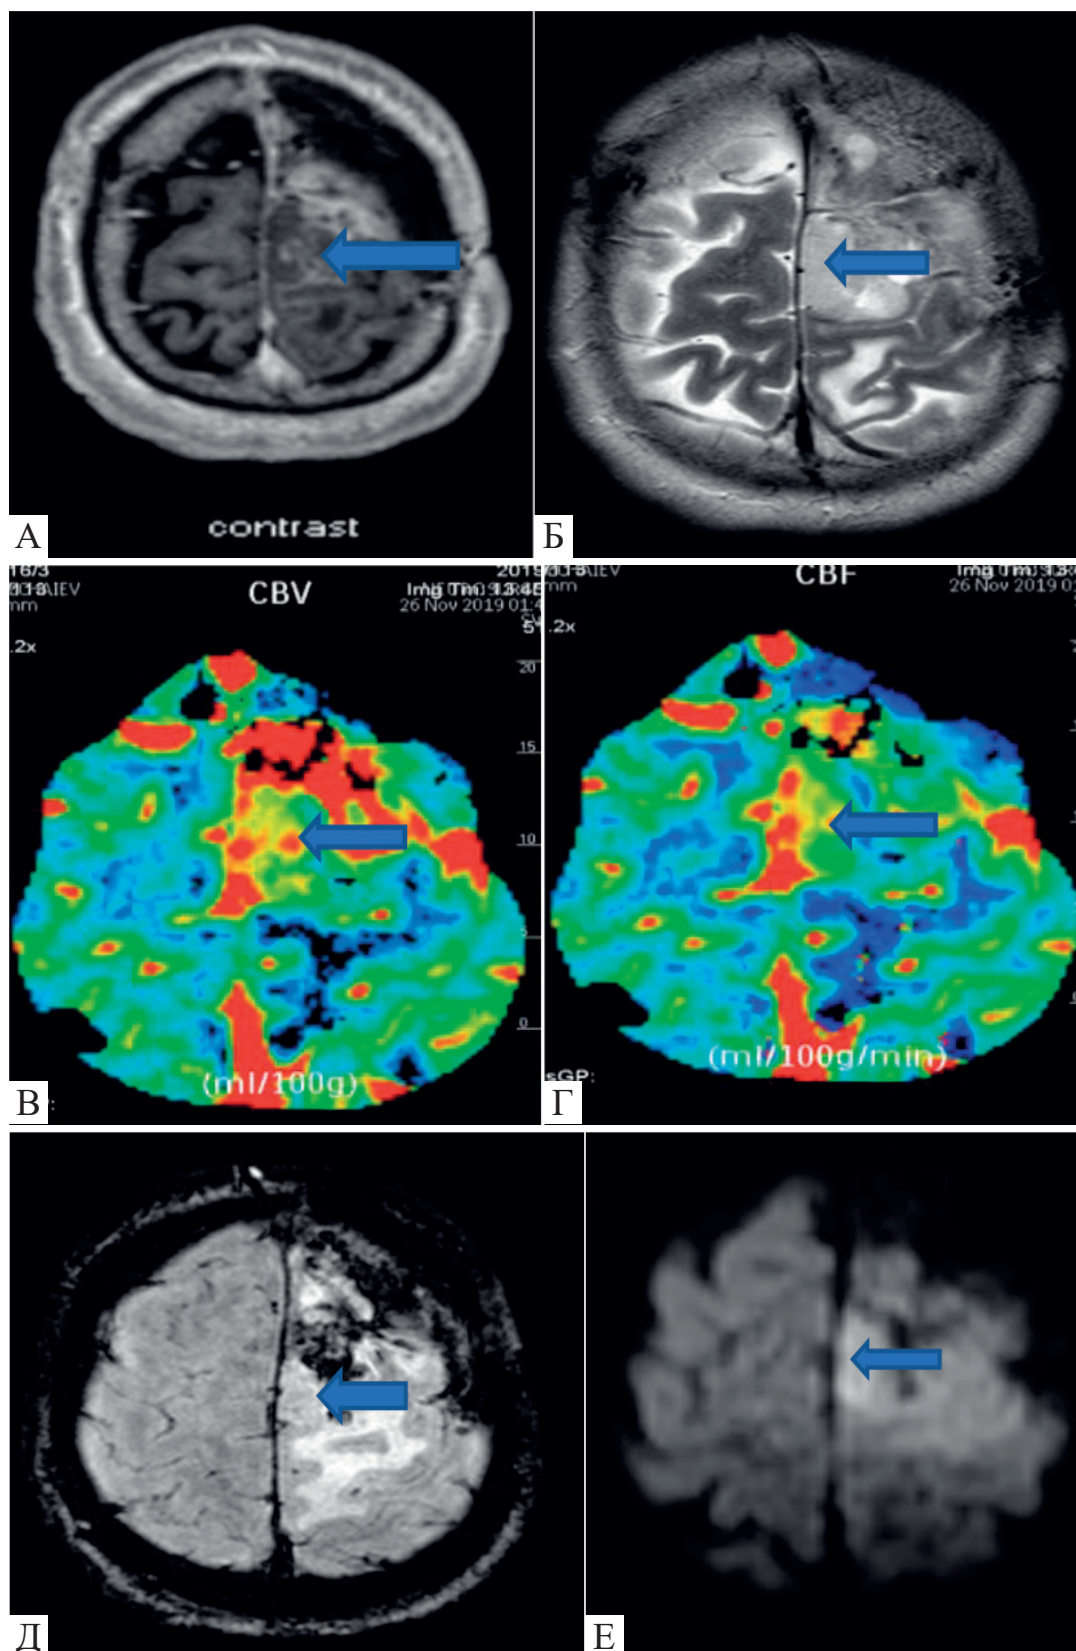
Хворий, 40 років. Гліобластома. Стан після фракційної радіохірургії на зону операції та резидуальну частину гліобластоми. Динаміка через 18 місяців після опромінення з використанням для радіомодифікації темозоламідю та метронідазолу МРТ стандартні послідовності T133 після контрастування (А) та T233 (Б) та дані перфузії – обсяг кровотоку (CBV) (В), швидкість кровотоку (CBF) (Г), зображення BOLD (Д) та D33 (Е).
